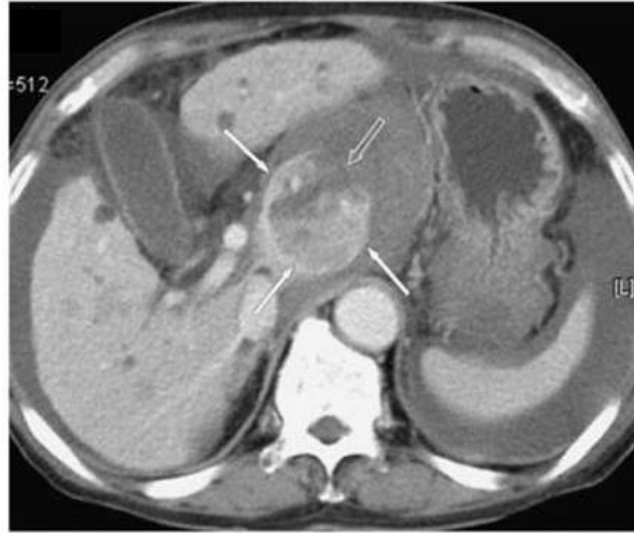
Portal phase CT scan shows a hypoattenuating mass with peripheral, subtle rim enhancement (arrows) and a marginal discontinuity (open arrow) in the caudate lobe of the liver. the phenomenon might present as an enucleated orbital globe, lesser sac hematoma¹⁹
